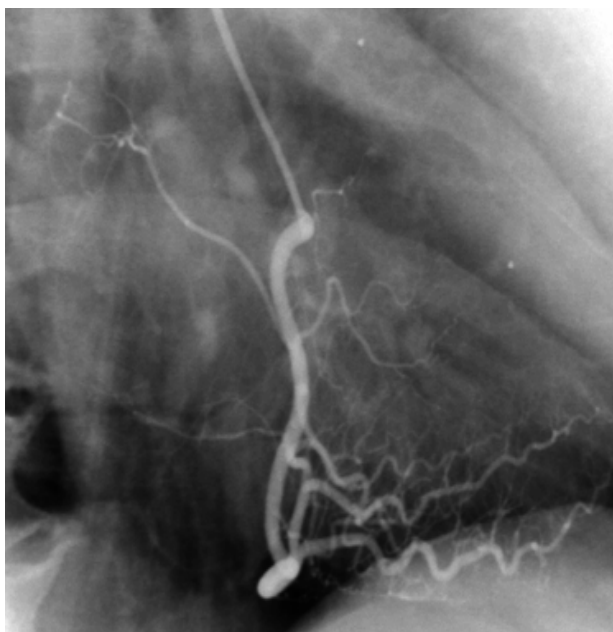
EXEMPLO DE ANORMALIDADE CINEANGIOCARDIOGRÁFICA E SUA RESPECTIVA CPM: CASO Nº 21 – E.C.S. CATETERISMO Nº 8298, 62 ANOS – FEMININO:
